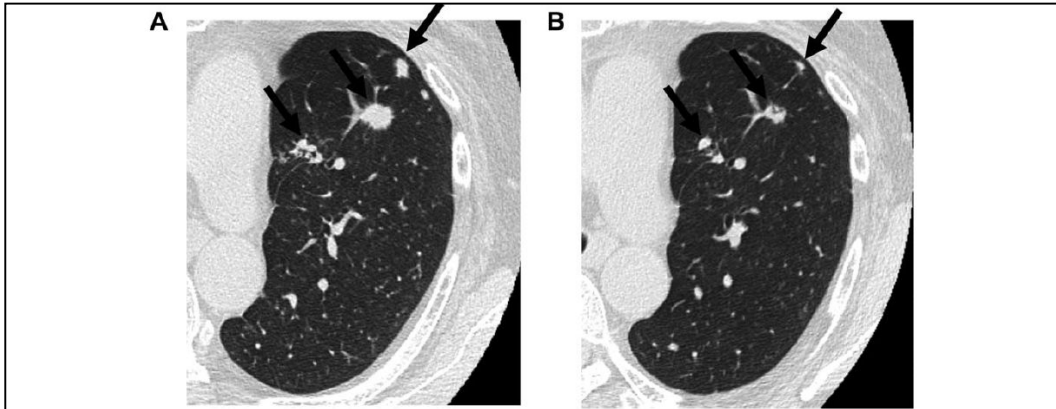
Effect of afatinib in Patient 1 with an *ERBB2* G660D mutation. Computed tomography scan of the chest before (A) and after (B) treatment with afatinib. Shrinkage of multiple lung nodules (arrows) was observed.
